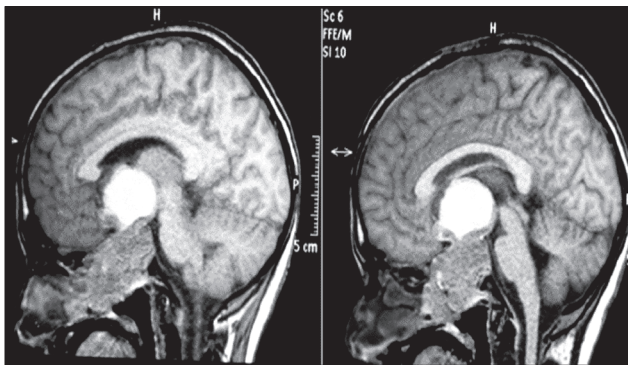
Сагітальний розріз МРТ, що показує інвазивні утворення в селярній, надселярній та інфраселярній ділянках [8]
